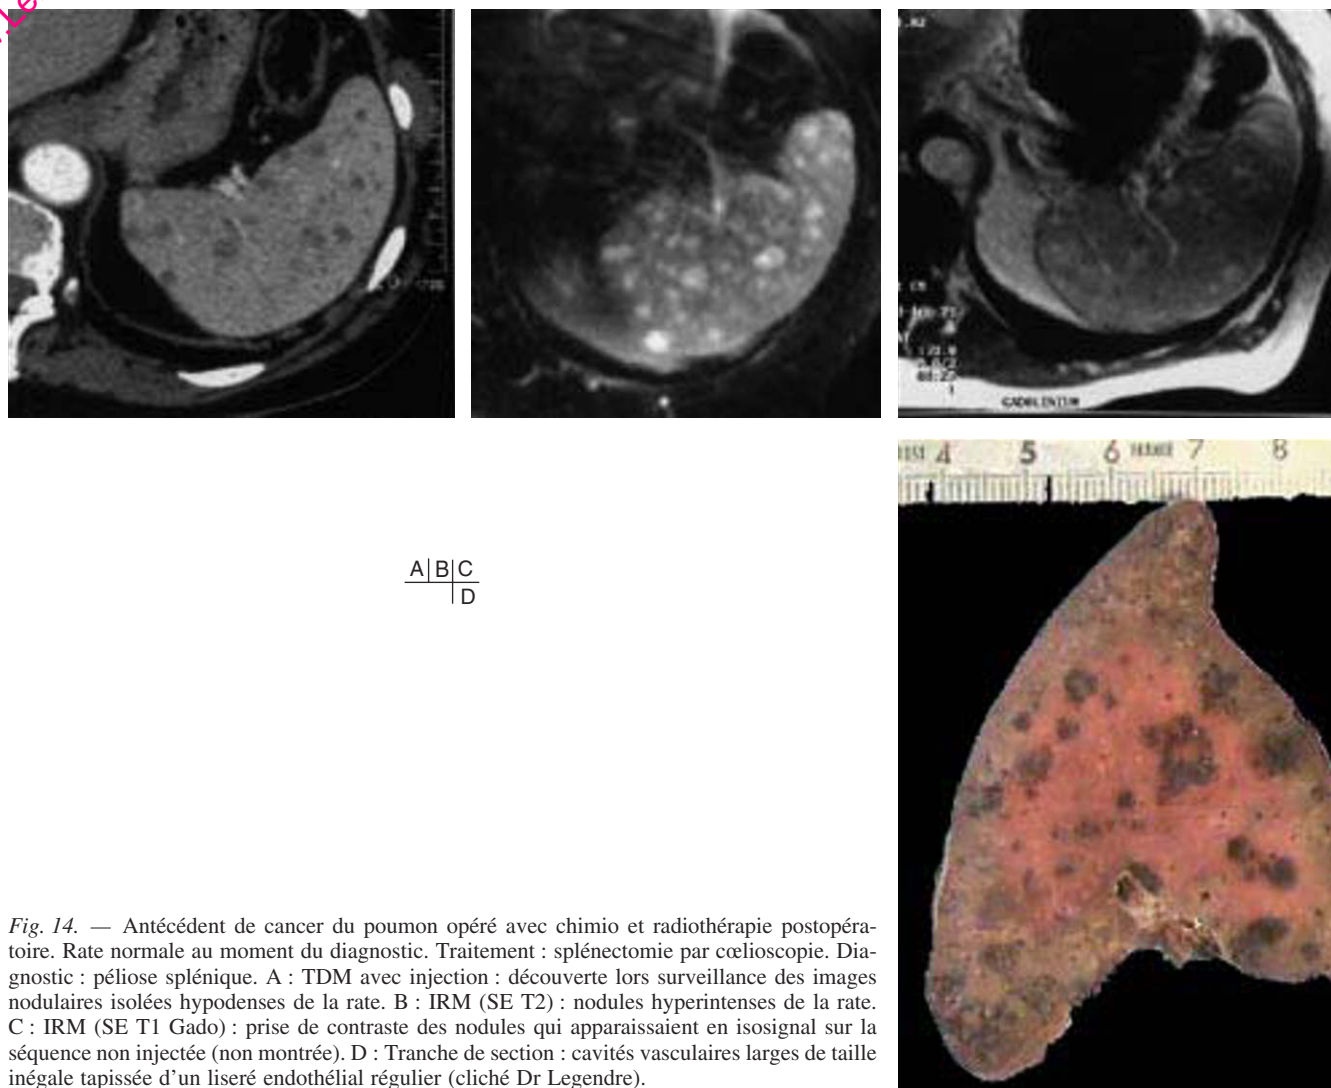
Antécédent de cancer du poumon opéré avec chimio et radiothérapie postopératoire. Rate normale au moment du diagnostic. Traitement : splénectomie par coelioscopie. Diagnostic : péliose splénique. A : TDM avec injection : découverte lors surveillance des images nodulaires isolées hypodenses de la rate. B : IRM (SE T2) : nodules hyperintenses de la rate. C : IRM (SE T1 Gado) : prise de contraste des nodules qui apparaissaient en isosignal sur la séquence non injectée (non montrée). D : Tranche de section : cavités vasculaires larges de taille inégale tapissée d'un liseré endothélial régulier (cliché Dr Legendre).
